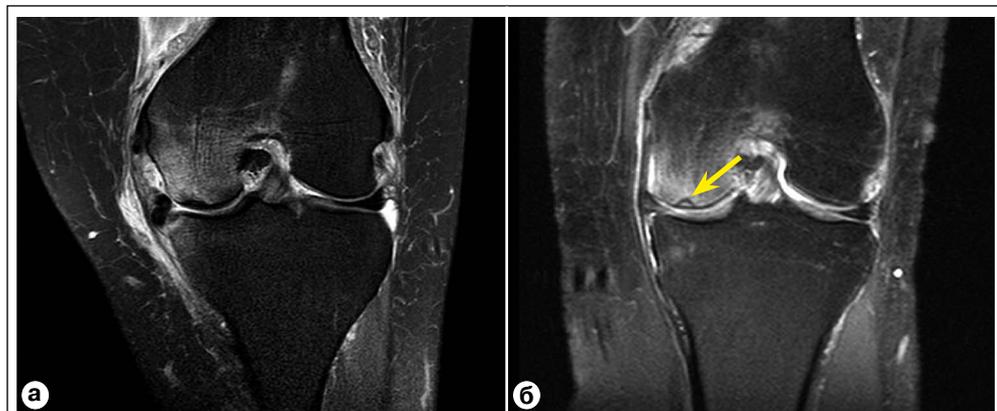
МР-томограммы коленных суставов в T2w-STIR режиме в корональной проекции: а) спонтанный (первичный) асептический некроз внутреннего мыщелка левой бедренной кости пациентки Г., 62 года; б) субхондральный перелом внутреннего мыщелка бедренной кости пациентки Л., 67 лет. Примечание: стрелка – гипоинтенсивная линия перелома.
